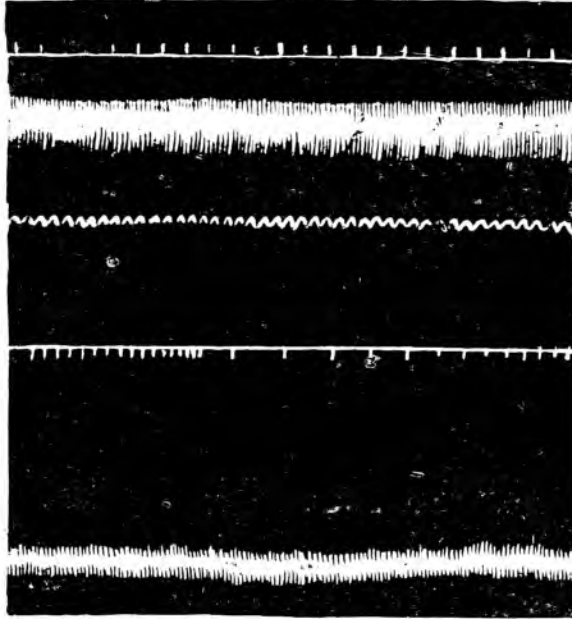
Влияние падения давления в сосудах перфузируемой почки на кровяное давление и дыхание. Эффект с почки незначителен.
